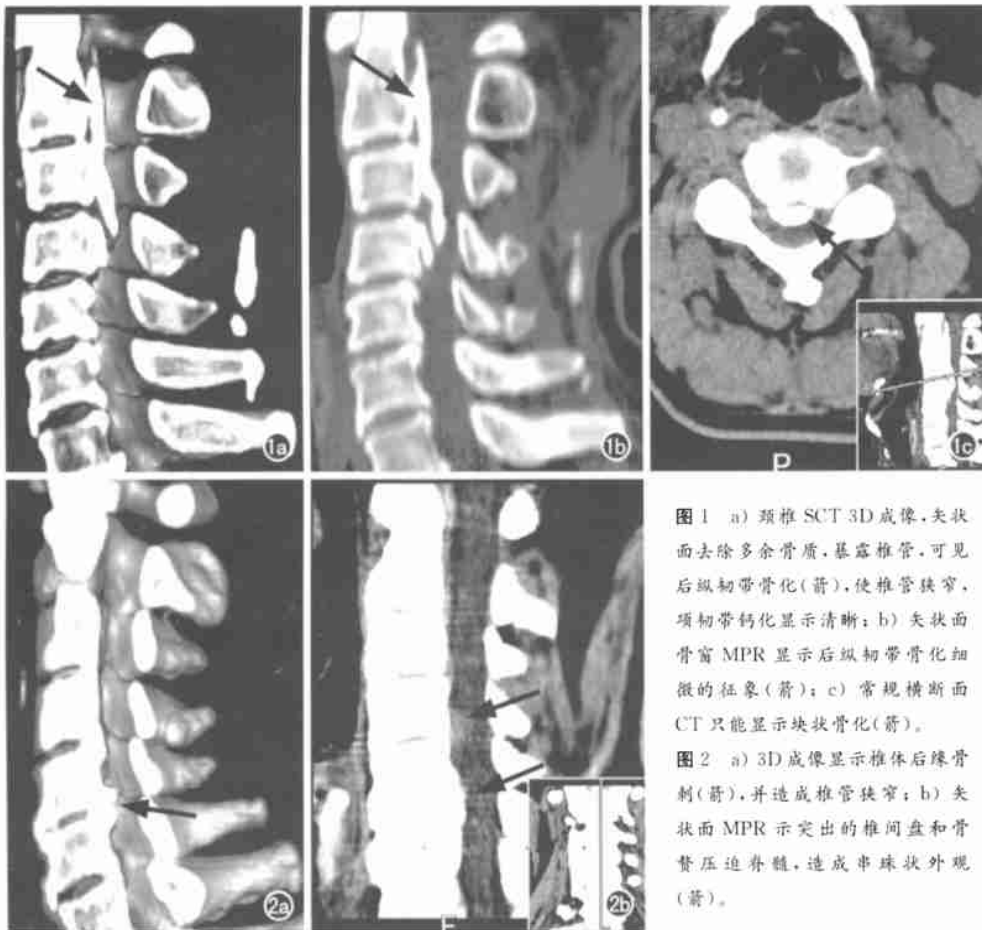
a) 颈椎 SCT 3D 成像,矢状面去除多余骨质,暴露椎管,可见后纵韧带骨化(箭),使椎管狭窄,项韧带钙化显示清晰; b) 矢状面骨窗 MPR 显示后纵韧带骨化细微的征象(箭); c) 常规横断面 CT 只能显示块状骨化(箭)。
